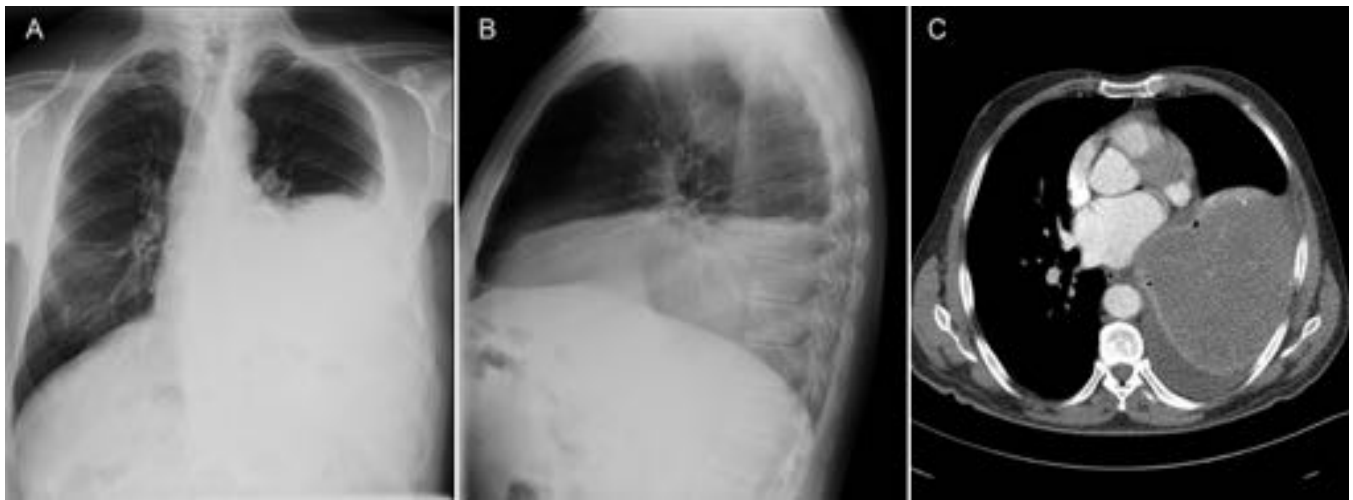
Tumor fibroso pleural benigno en un hombre de 59 años que acude por astenia, disnea y molestias intermitentes en hemitórax izquierdo. A y B. Radiografías PA y lateral de tórax. Masa bien definida en la base del hemitórax izquierdo que adopta la morfología del diafragma. C. TC con contraste IV con ventana de mediastino. Masa de gran tamaño con discreto realce inhomogéneo y derrame pleural asociado.
